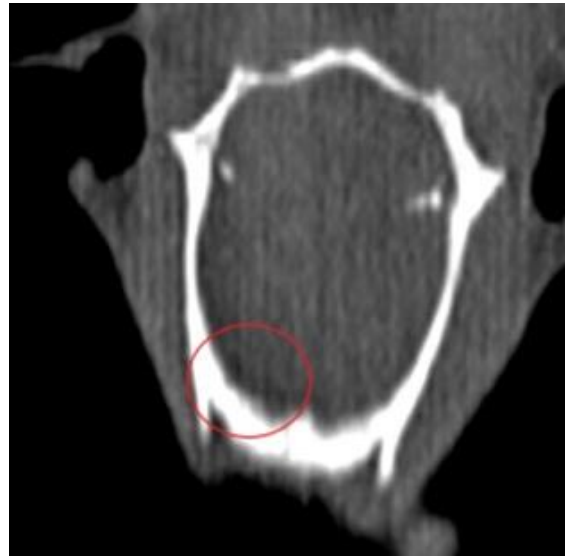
Животное № 132, 2 тип – перелом скуло-орбитального комплекса, МС КТ признаки гематомы ГМ в правой лобной доле
